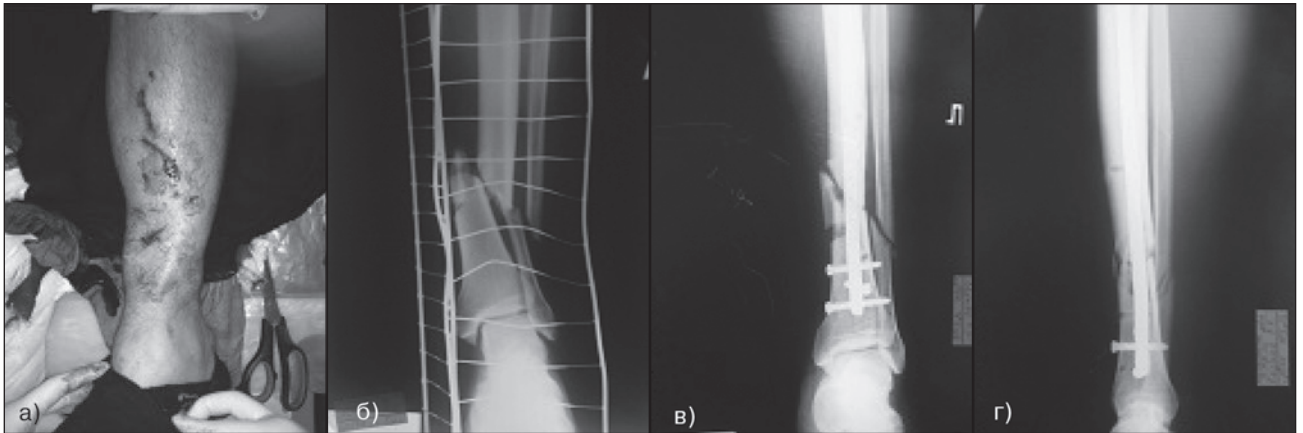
Хворий К., 39 років, діагноз: відкритий уламковий перелом середньої третини обох кісток лівої гомілки зі зміщенням фрагментів. IO1 – MT1 – NV1 (AO/ASIF). Зовнішній вигляд лівої гомілки (а), фотовідбитки рентгенограми лівої гомілки при госпіталізації (б, в), після оперативного втручання (г)
